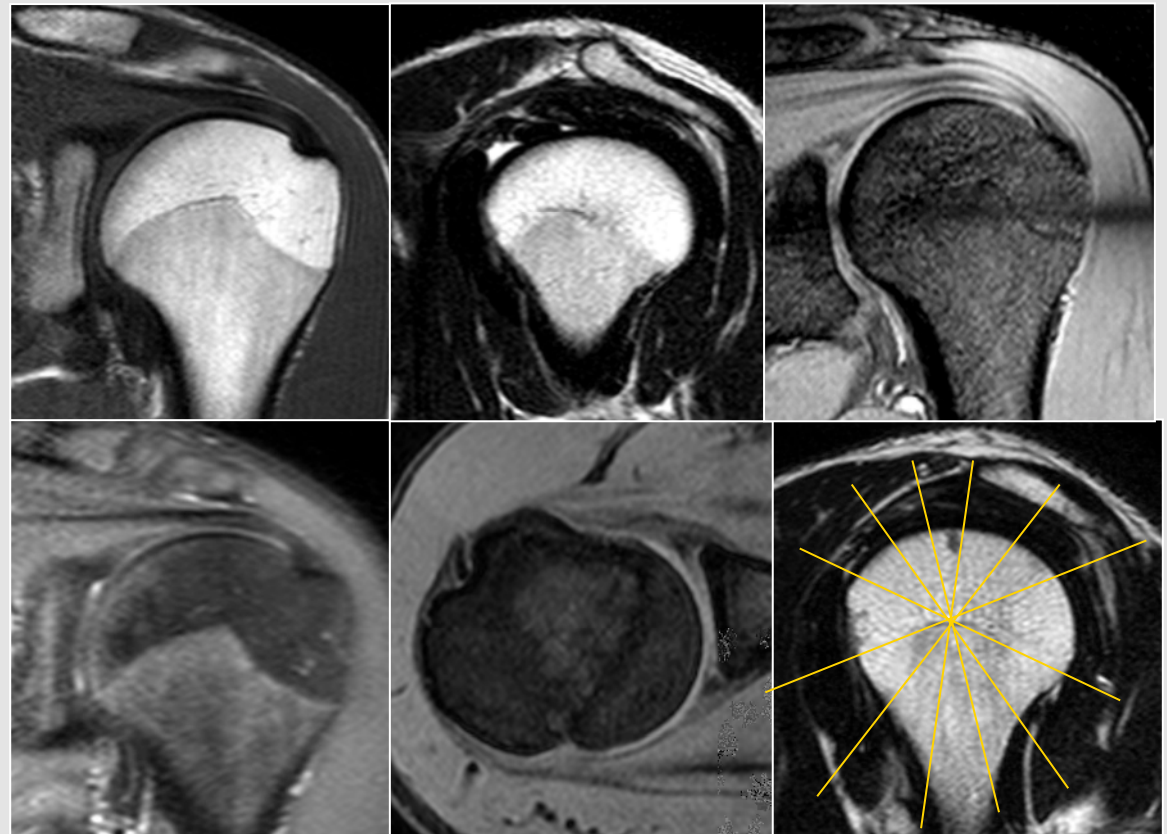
aus Stoller: MRI in Orthop. 3. Aufl.
